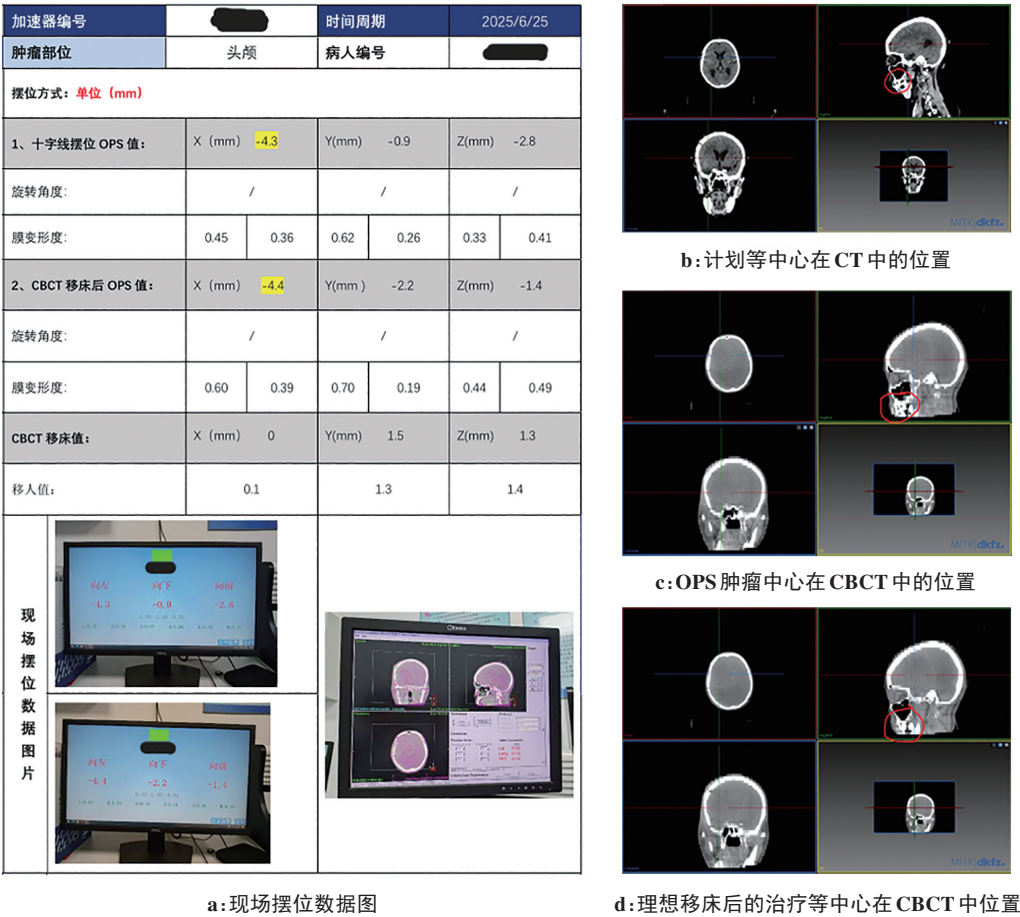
头部病例质控数据图与 CT、CBCT 图像
